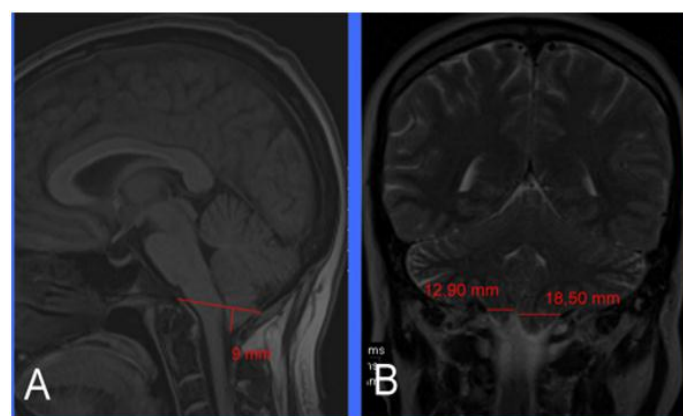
Imagen que muestra la Resonancia Magnética realizada:(A) vista sagital en T2 que muestra descenso tonsilar;(B) vista coronal en T2 que muestra asimetría e hipertrofia tonsilar.
